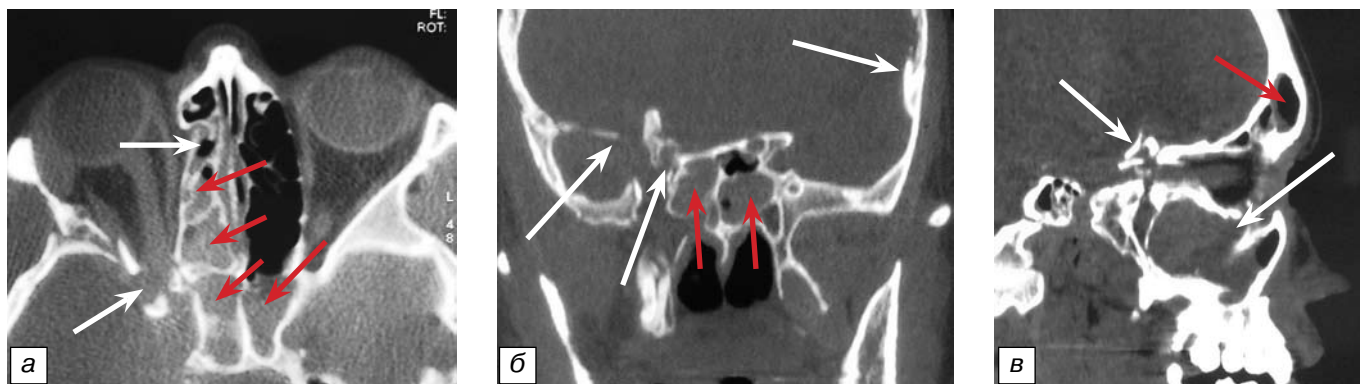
КТ черепа с реформацией во фронтальной и сагиттальной плоскостях у больной П., 27 лет, с тяжелой ПЧМТ, переломом свода, основания черепа и костей лицевого скелета (1-е сутки после травмы).
